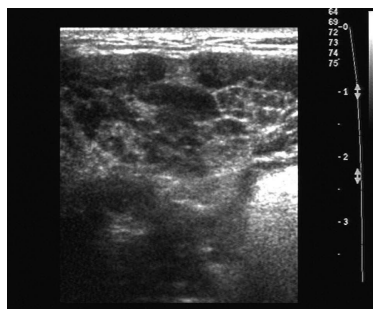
自身免疫性胰腺炎颌下腺超声表现. 腺体回声不均匀, 呈网格样改变.
